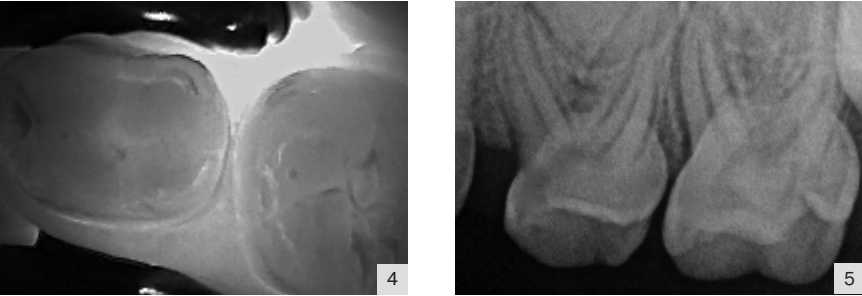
Визуальные признаки кариозного процесса отсутствуют (слева), исследование KaVo DIAGNOcam (в центре) демонстрирует глубокий патологический процесс на 4-ом зубе, что подтверждается рентгеновским снимком (справа).
